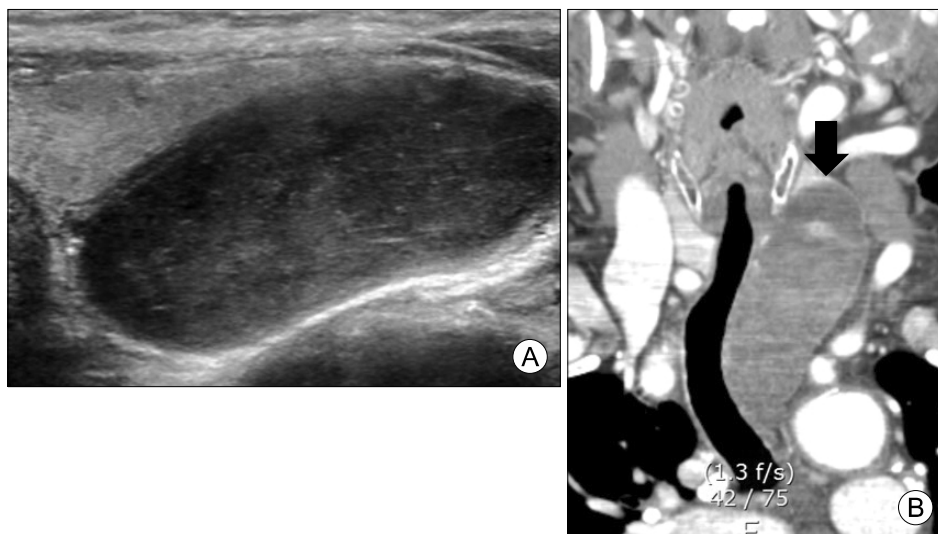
Imaging studies. (A) A thyroid ultrasound scan revealed a well-defined hypoechoic mass 3.1×2.6×7.5 cm in dimensions adjacent to the left thyroid gland. (B) Neck CT showed a well-defined heterogeneously enhanced mass (black arrow) 3.6×2.9×8.3 cm in dimensions extending into the mediastinum.
